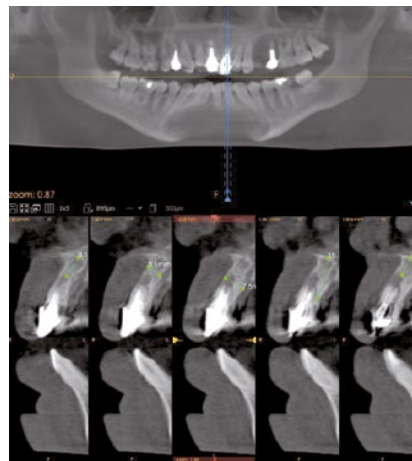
TAC Inicial, corte sagital #21.
